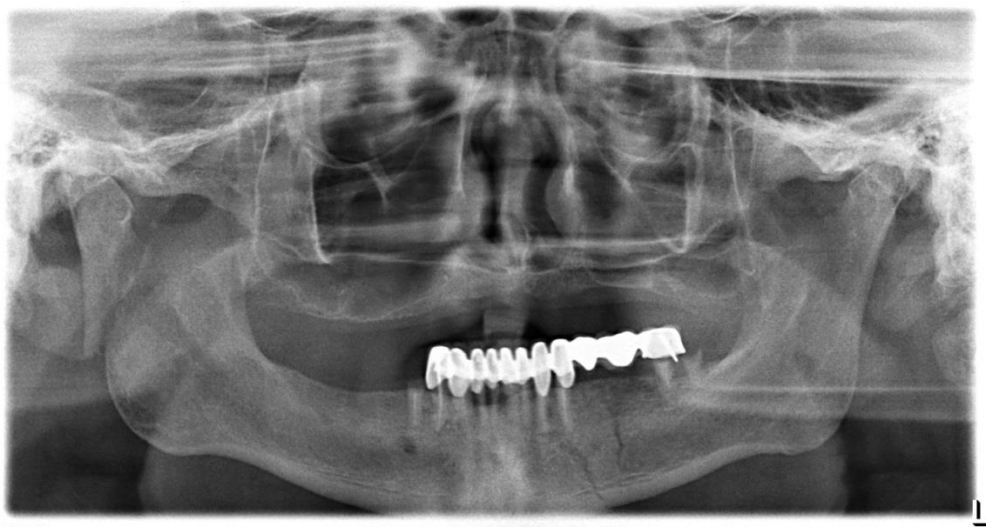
Ортопантомограмма пациента.
